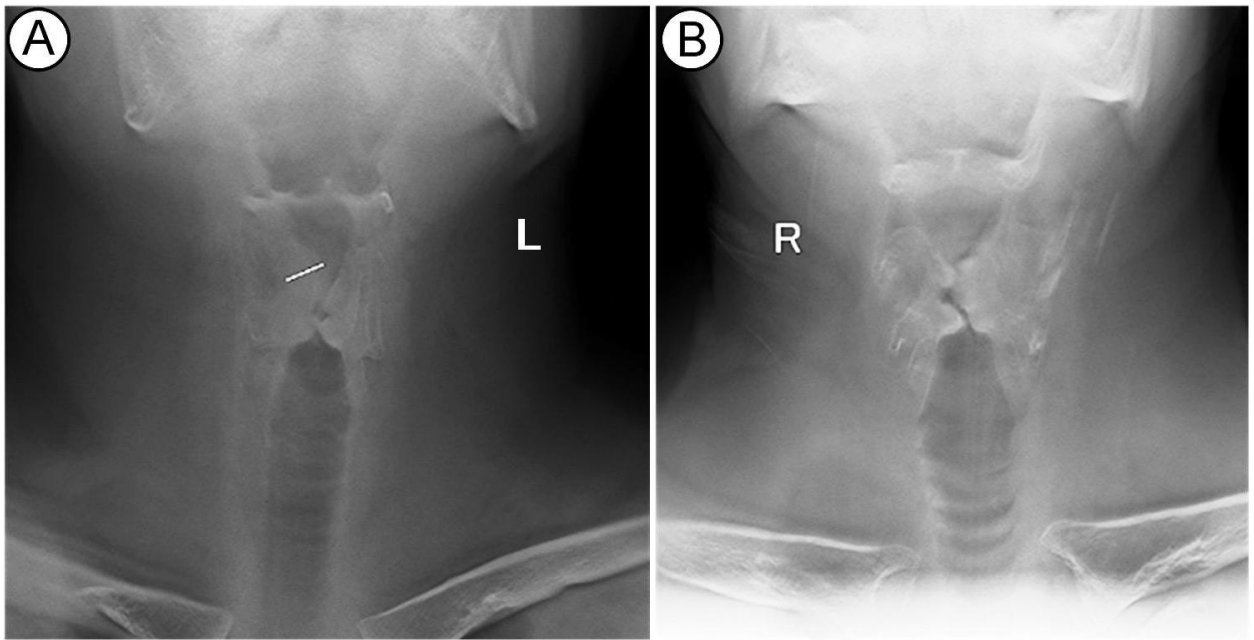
Tablou imagistic la examinarea cancerului de laringe prin metoda Tomografiei Liniare simple
